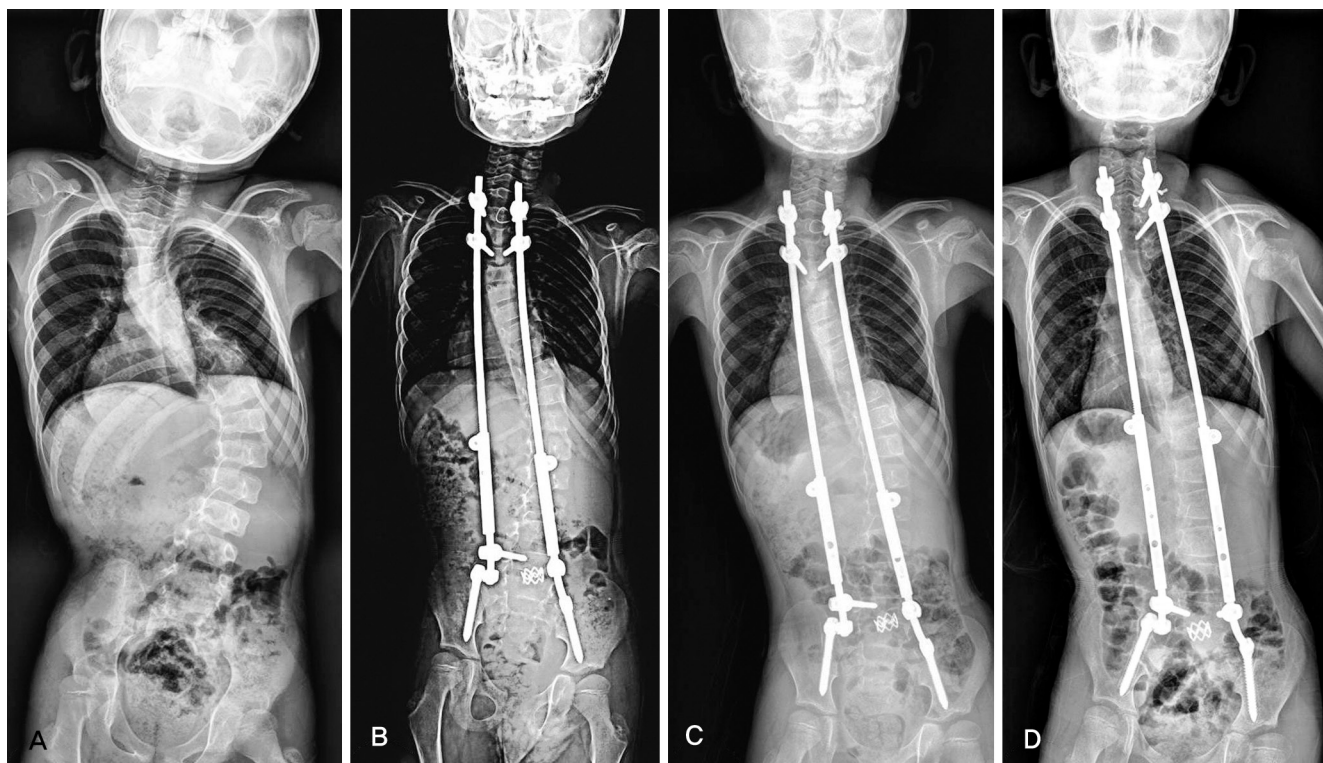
Serial radiographs of 7 years male patients with neuromuscular scoliosis due to lipomeningocele. (A) Preoperative whole spine PA view. (B) Whole spine PA view after primary surgery. (C) Whole spine PA view after first lengthening procedure for growing rods. (D) Whole spine PA view shows last follow up after fourth lengthening procedure.
